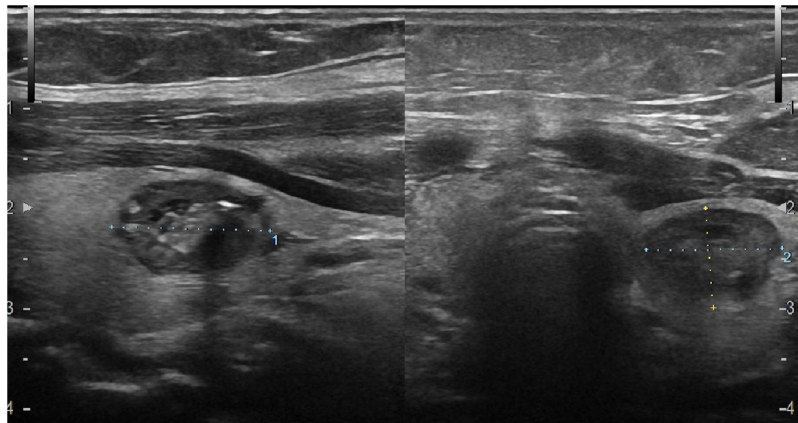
Ecografía cervical.
